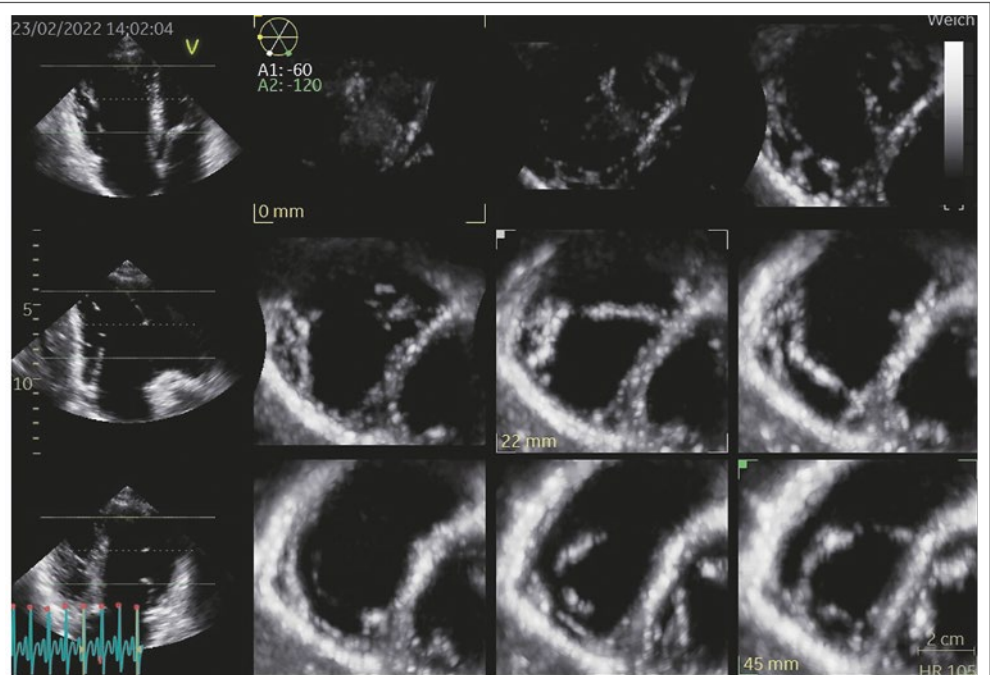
Versuch, einen 3D-Datensatz zur Volumenbestimmung des rechten Ventrikels aufzunehmen. Auch bei den hier sehr guten Schallbedingungen werden mehr als $\frac{1}{2}$ der RV-Wandabschnitte nicht erfasst (in den oberen 3 Bildern sieht man die Endokardgrenzen ganz schlecht), so dass das Volumen nicht bestimmt werden kann. Für den rechten Ventrikel braucht es meist ein MRI!
